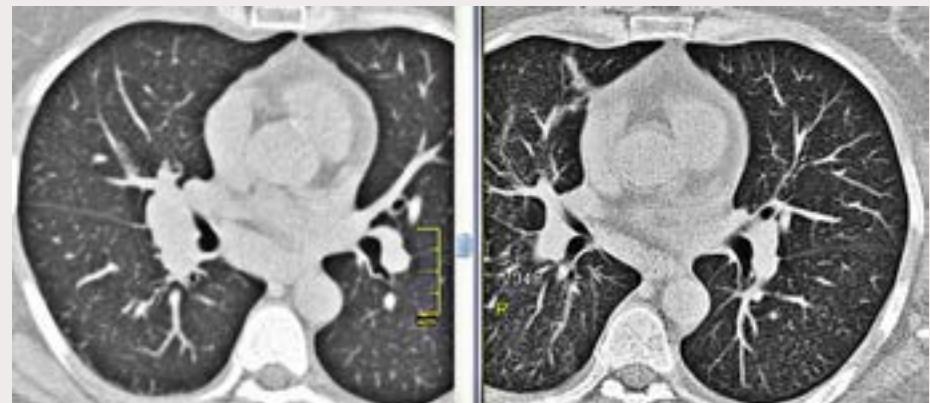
МСКТ больной М., слева – до лечения: правосторонняя прикорневая лимфаденопатия, мелкоузелковая диссеминация легких; справа – после трехмесячной терапии метилпреднизолоном: регрессия лимфаденопатии, сохраняется необильная мелкоузелковая диссеминация.
